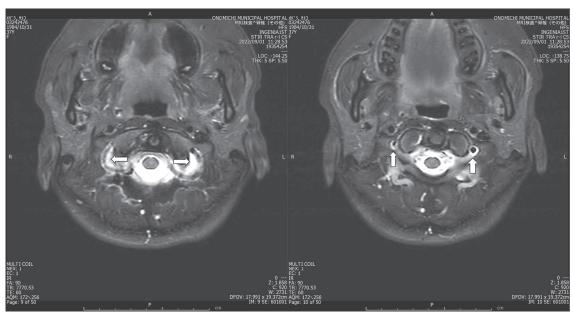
環椎軸位 MRI 脂肪抑制 矢印は椎骨動脈周囲の水信号
